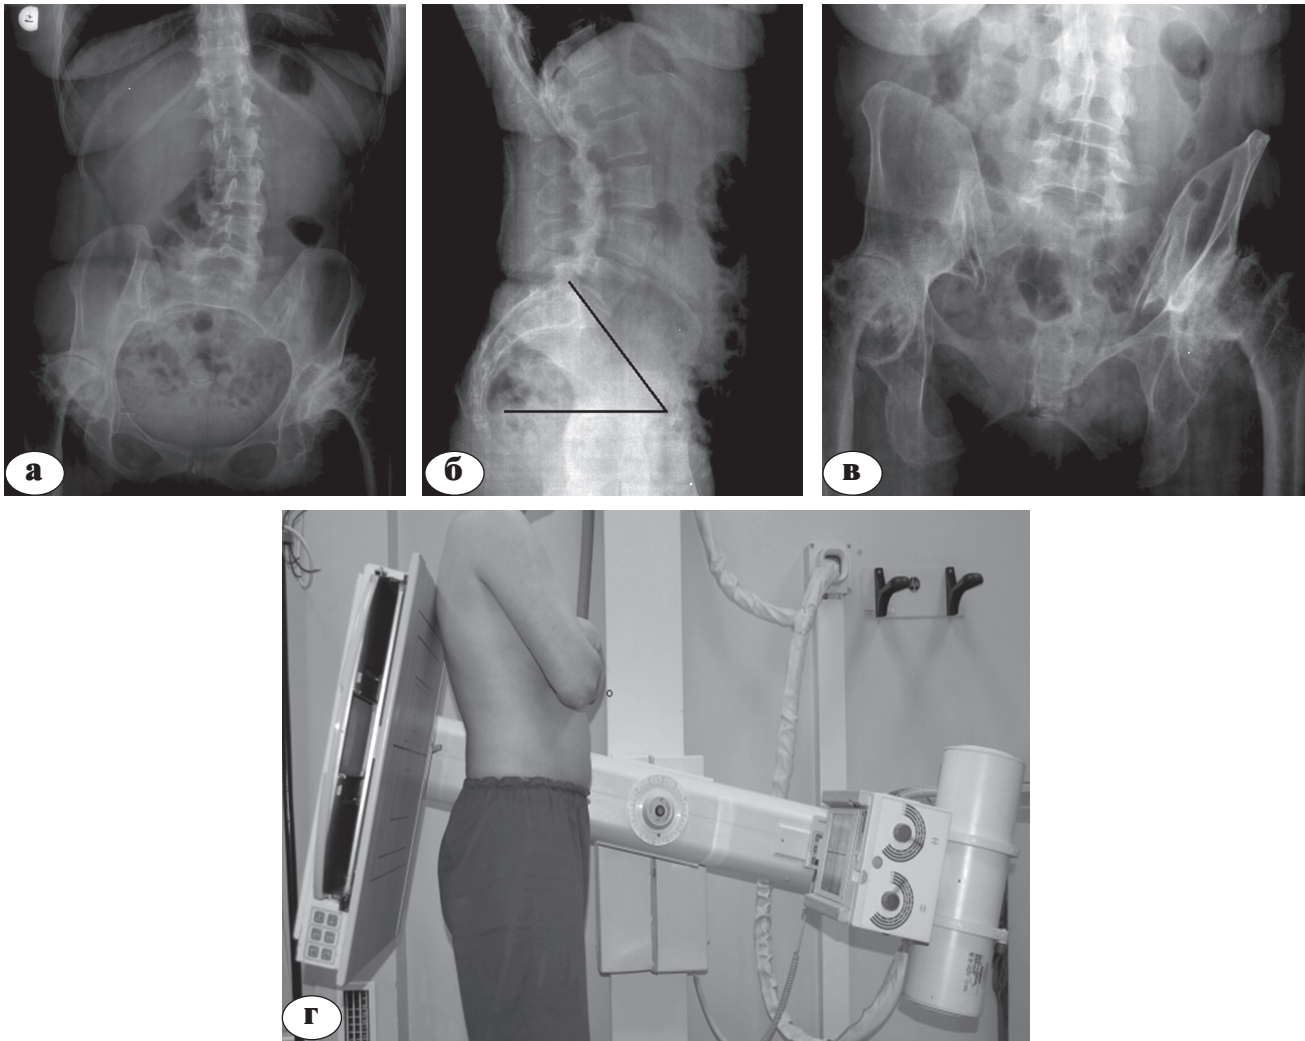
Исследование комплекса «тазобедренные суставы – таз – позвоночник» у пациента К. с коксо-verteбральным синдромом на фоне двустороннего диспластического коксартроза, фиброзного анкилоза тазобедренных суставов: а – рентгенограмма в прямой проекции; б – рентгенограмма в боковой проекции (рассчитан SS); в – прицельная рентгенограмма позвоночно-двигательного сегмента L5–S1, выполненная с функциональной нагрузкой; г – методика выполнения рентгенографии
